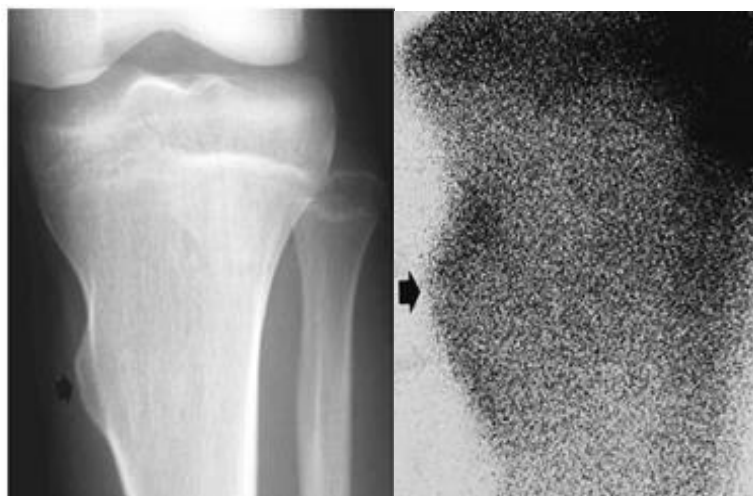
Губчаста остеома. Фрагмент рентгенограми кісток гомілки в прямій проекції й остеосцинтиграма (ОСГ) в прямій проекції – у проксимальному метафізі великогомілкової кістки визначається овальної форми утворення, що має широку основу та губчасту структуру. Кортикальний шар, не стоншуючись, рівномірно переходить на пухлину. Накопичення РФП ( $^{99m}\text{Tc}$ ) у цій зоні звичайне (за Bank Y.-W.).
